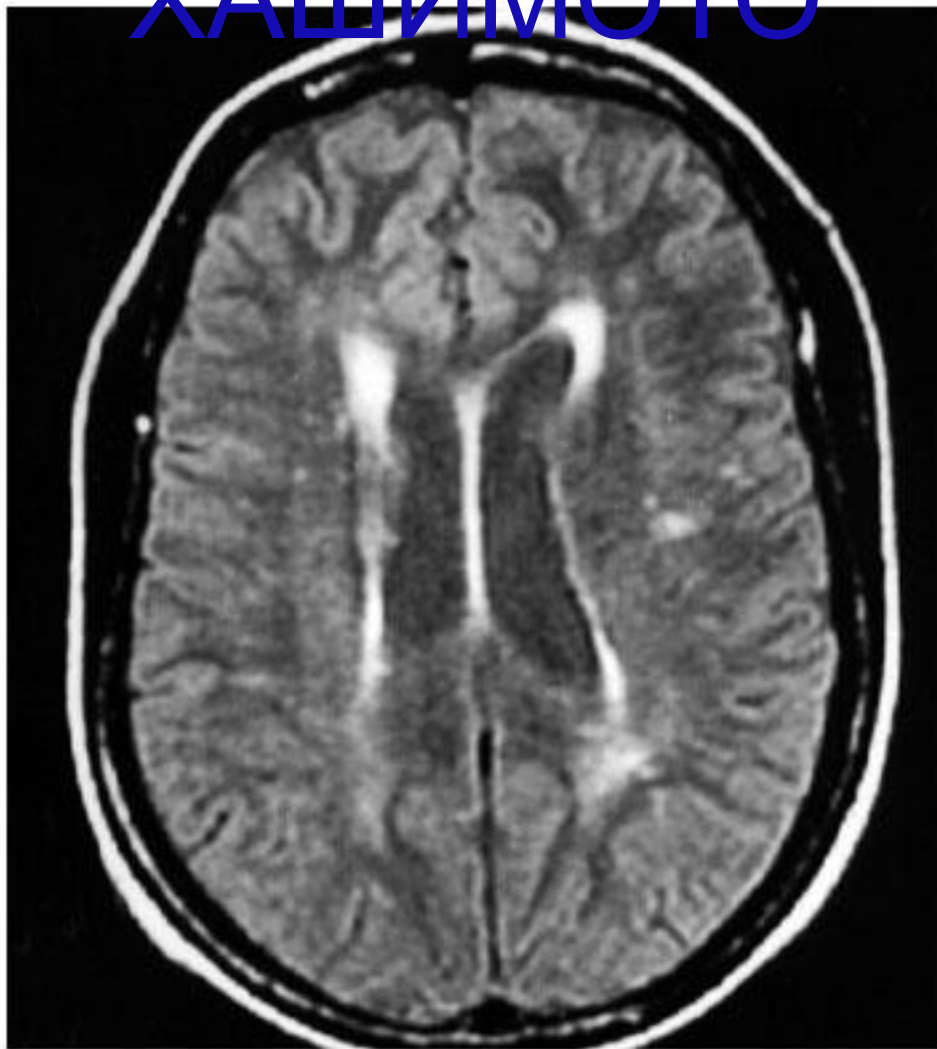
MRI of the brain, axial section of a patient diagnosed with Hashimoto's encephalopathy.
